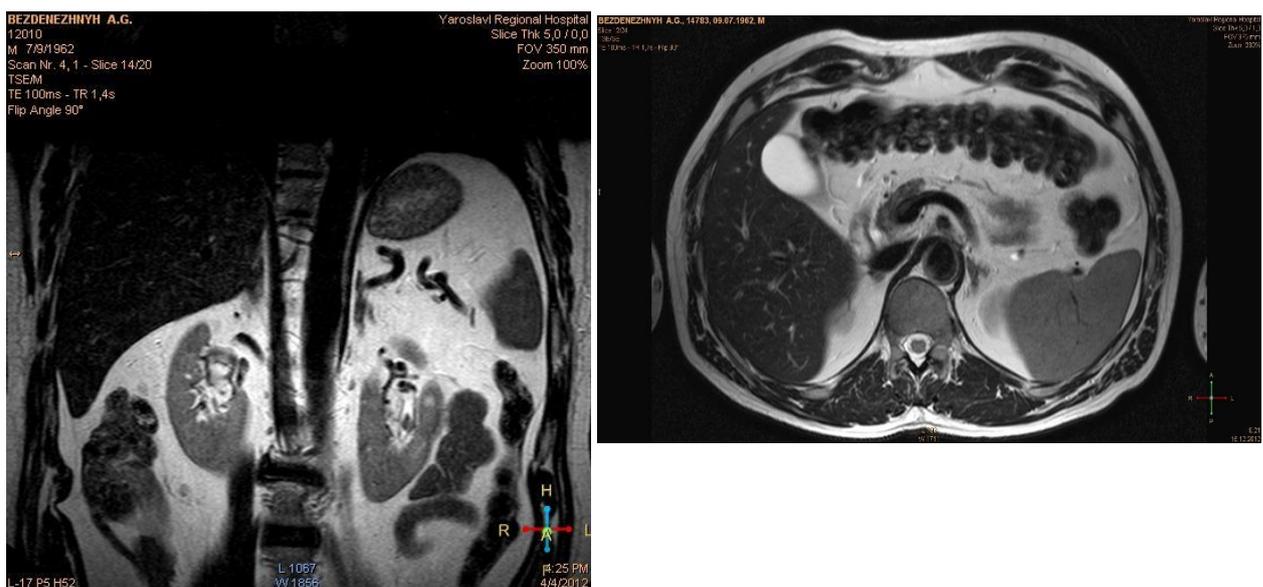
МРТ: *а* – Контрольное исследование через 4 месяца; *б* – контрольное исследование через 12 месяцев после операции
